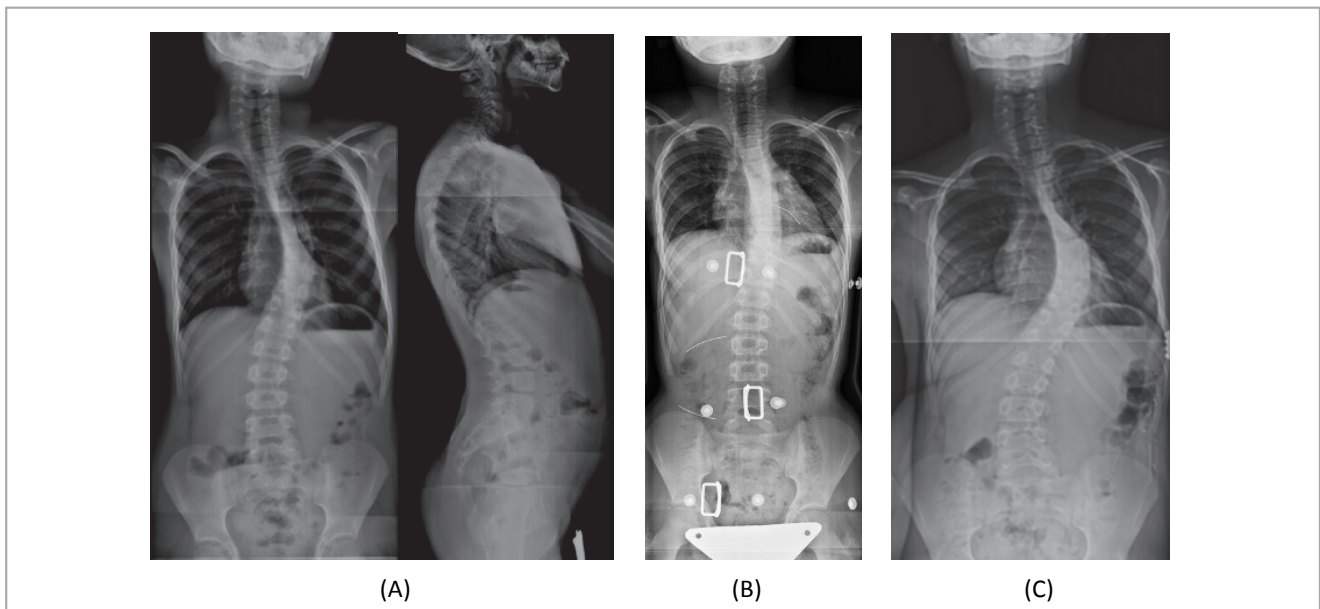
Radiografia extralonga em carga do adolescente descrito no caso clínico 1.
